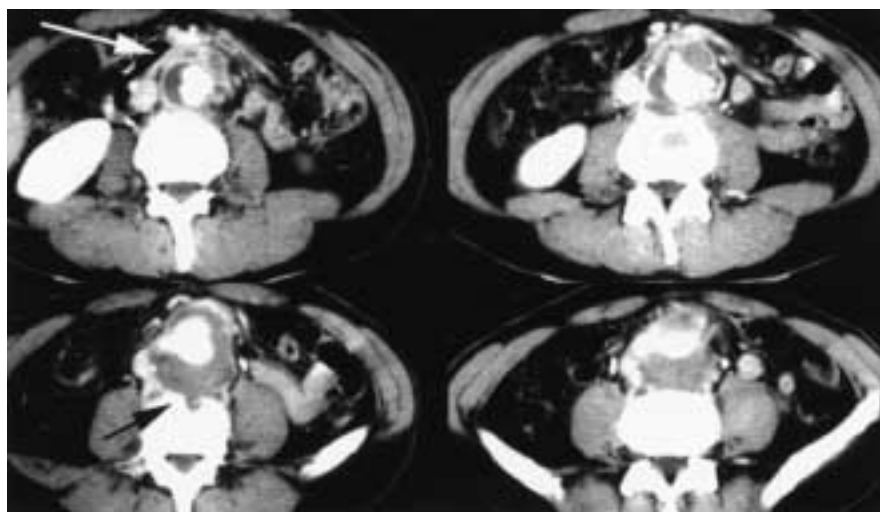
Contrast-enhancement CT scan with contained rupture posteriorly and erosion of lumbar vertebra (black arrow) in a first patient with a 5cm infrarenal abdominal aortic aneurysm. Note the slight thickening of the anterior wall (white arrow).
